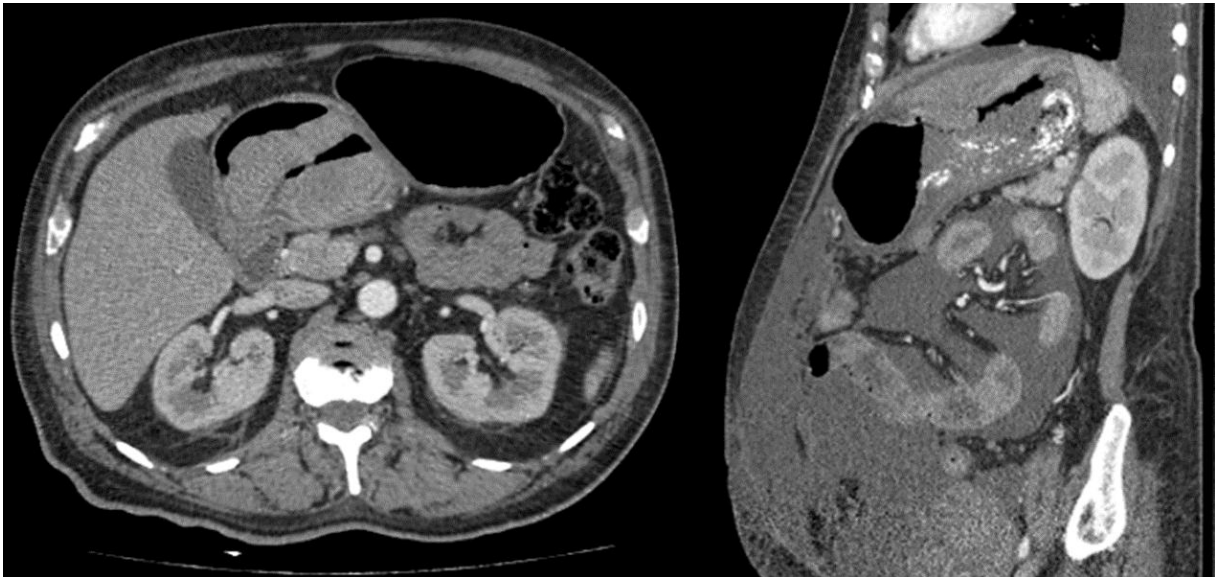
Corte axial y reconstrucción sagital de tomografía computada en fase contrastada que muestran la localización del tumor gástrico en el antro (A) y el fondo gástrico (B).
